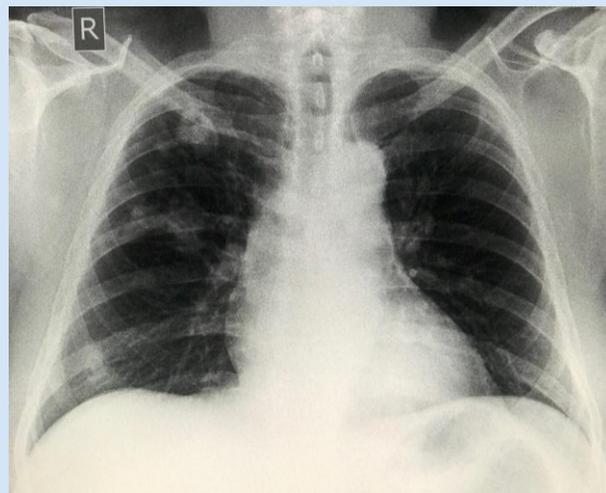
Radiografía PA de Tórax.
